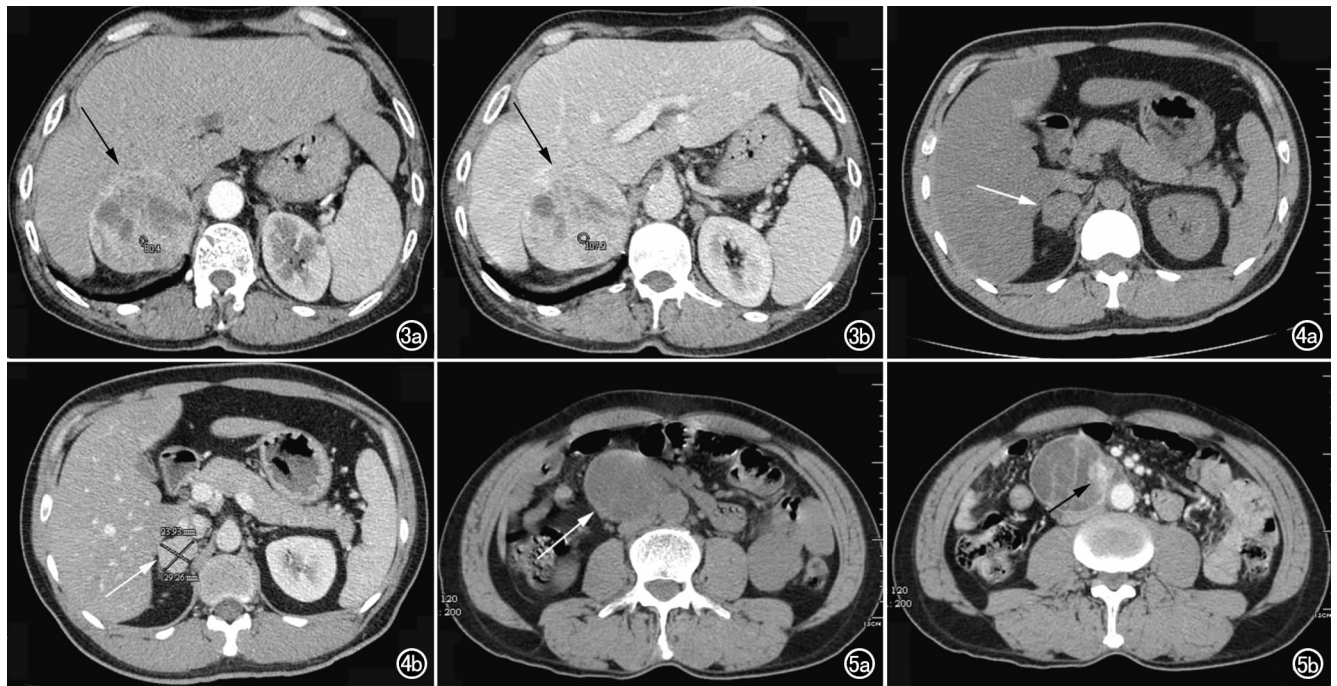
肾上腺区副神经节瘤。a) CT 增强扫描动脉期示肿块包膜光整,边界清晰(箭),实性部分 CT 值约 80.4 HU,内见多发囊样坏死区; b) 增强扫描门脉期,示肿块实性部分 CT 值约 107.2 HU,进行性强化较明显(箭)。图 4 肾上腺区副神经节瘤。a) CT 平扫示肿块大小约 2.8 cm×2.4 cm,包膜光整(箭),周围脂肪间隙清晰; b) 增强扫描示肿块均质强化(箭)。图 5 后腹膜副神经节瘤。a) 平扫示肿块呈囊肿样改变(箭),肿瘤位于后腹膜腹主动脉旁,肿瘤坏死较明显; b) 增强扫描示肿块壁及分隔强化,并可见明显强化附壁结节(箭)。
